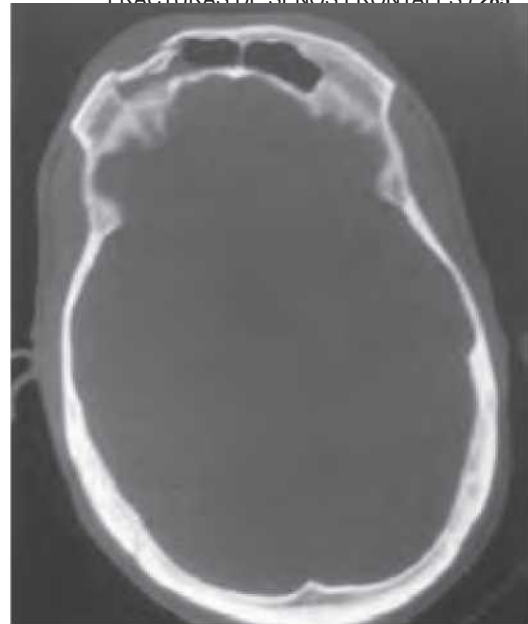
Tomografie computerizată (CT) coronală care arată o fractură deplasată a mesei anterioare a sinusului frontal.
